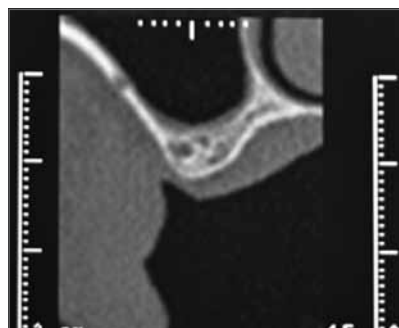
TC SCAN dettaglio preoperatoria.
